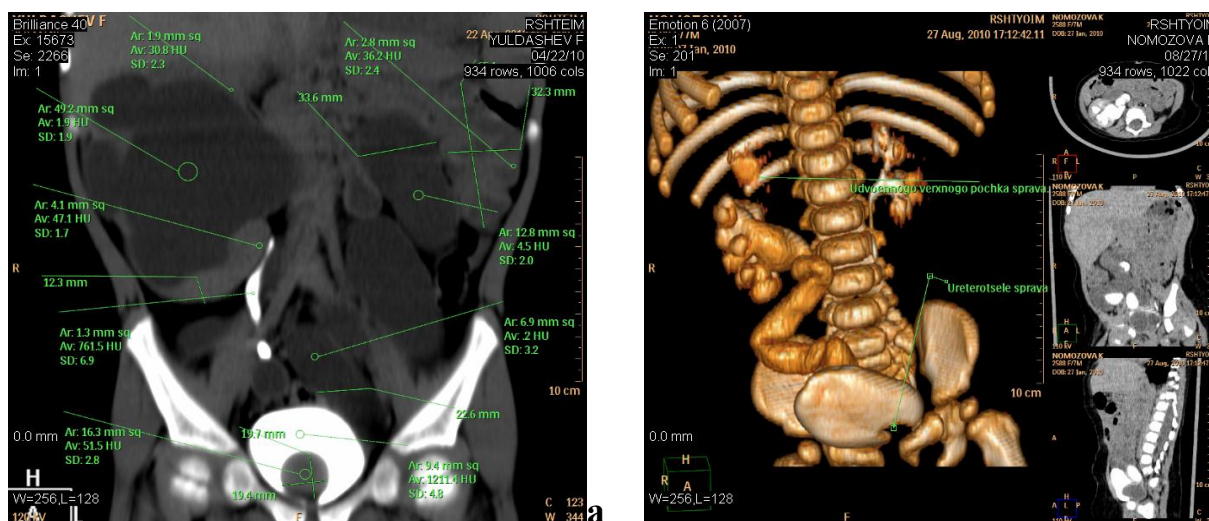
МСКТ-урография: а) двусторонний уретерогидронефроз с удвоенной почкой; б) уретерогидронефроз справа, удвоение правой почки, уретероцеле правого мочеточника (3D реконструкция)
